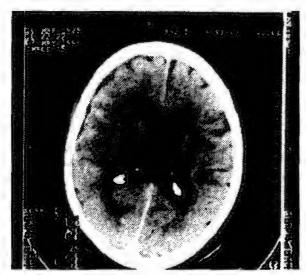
Компьютерная томограмма головного мозга. Видно конвекситальное субарахноилальное кровоизлияние над лобной и теменной долями справа с умеренным отёком правого полушария у больного с признаками преморбидной энцефалопатии (присутствует расширение желудочковой системы мозга и субарахноидальных щелей)
